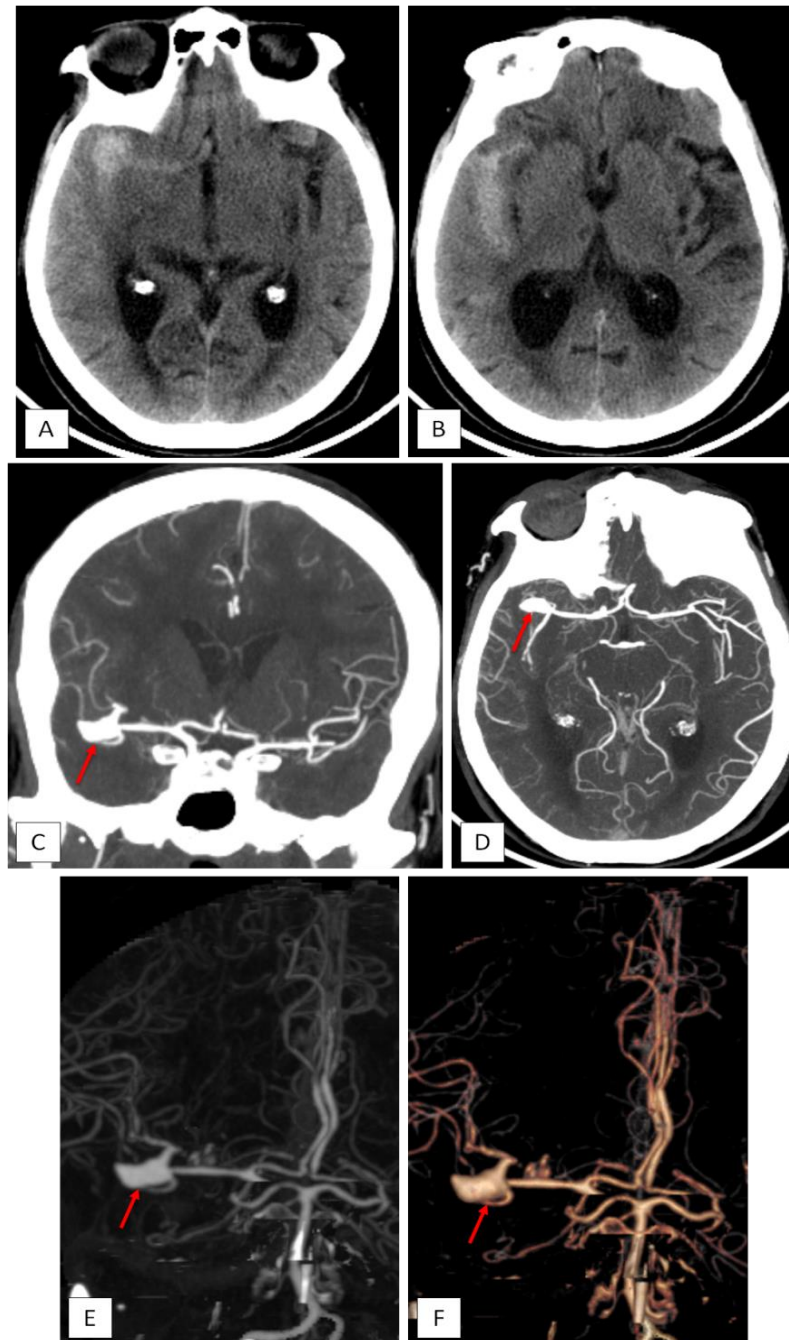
La TDM cérébrale sans injection (coupe axiale : A, B) objective la présence d'une hyperdensité spontanée au niveau de la vallée sylvienne droite avec un petit hématome temporal homolatéral en faveur d'une hémorragie méningée Fisher IV. L'angioscanner en reconstruction coronale (C), axiale (D), et en 3D MIP (E) et VR (F) montre la présence d'une image d'addition vasculaire (flèches rouges), sacciforme, au niveau du segment M1 – M2 de l'ACM droite, à collet étroit.
